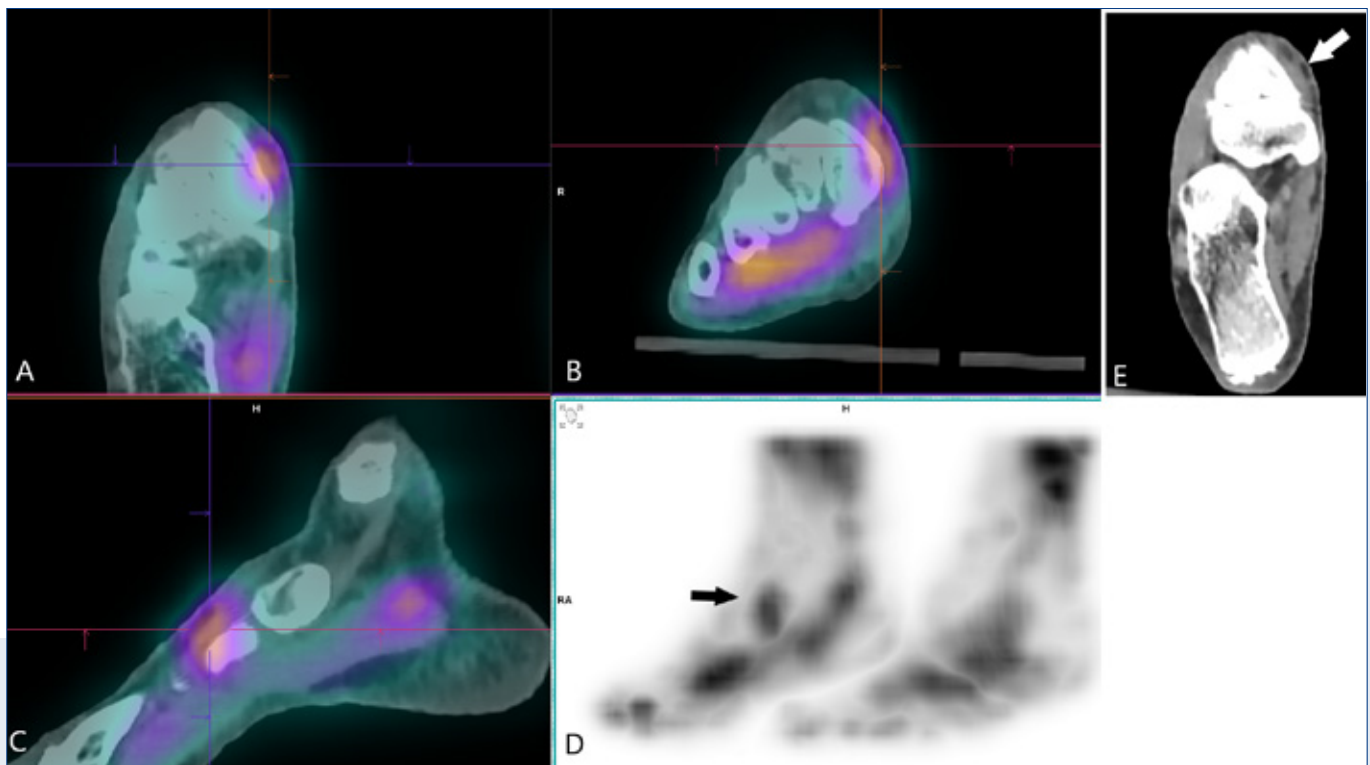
Blood Pool phase (image A for transaxial fused image MIP, B for coronal fused image, C for sagittal fused image, D for MIP), plain arrow showing on the image D the linear activity in the right anterior tibial tendon. E for transaxial CT (plain arrow showing the slight swelling of a part of the right anterior tibial tendon).
